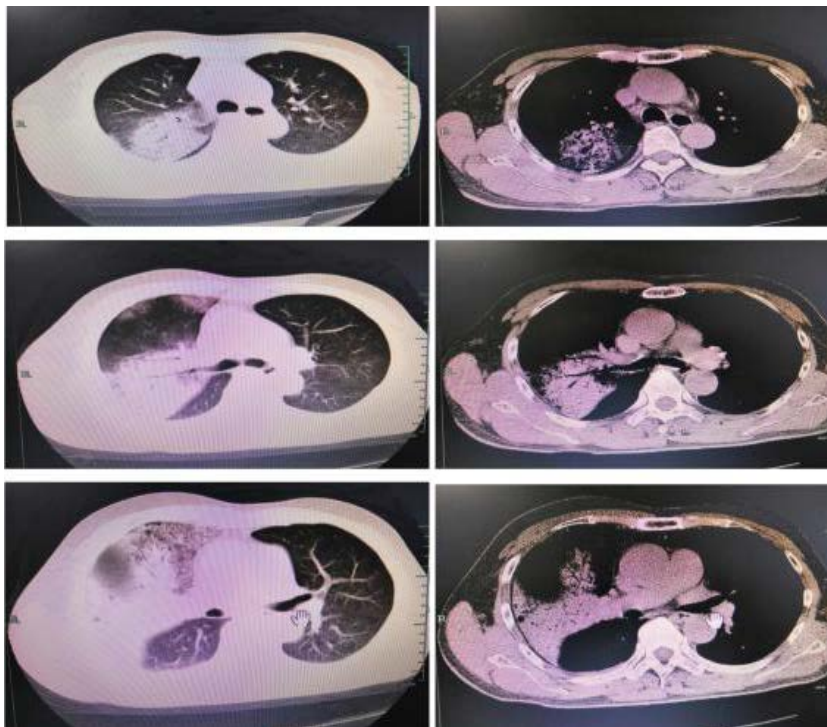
2021-02-15 Chest CT: Massive hyperdense shadows are seen in the upper and middle lobes of the right lung
